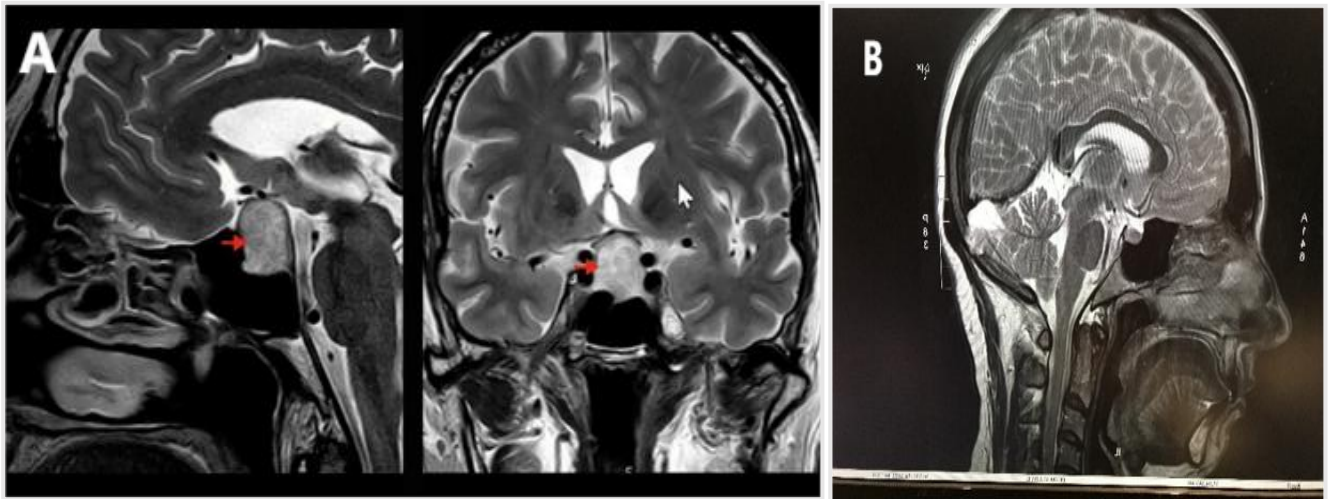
A : Macroadénome de l'hypophyse. Les images IRM montrent une tumeur plus importante sur l'hypophyse, appelée macroadénome, d'un diamètre supérieur à 1 cm. B : hypophyse normal .(Ciric, Mikhael, 1983) .
